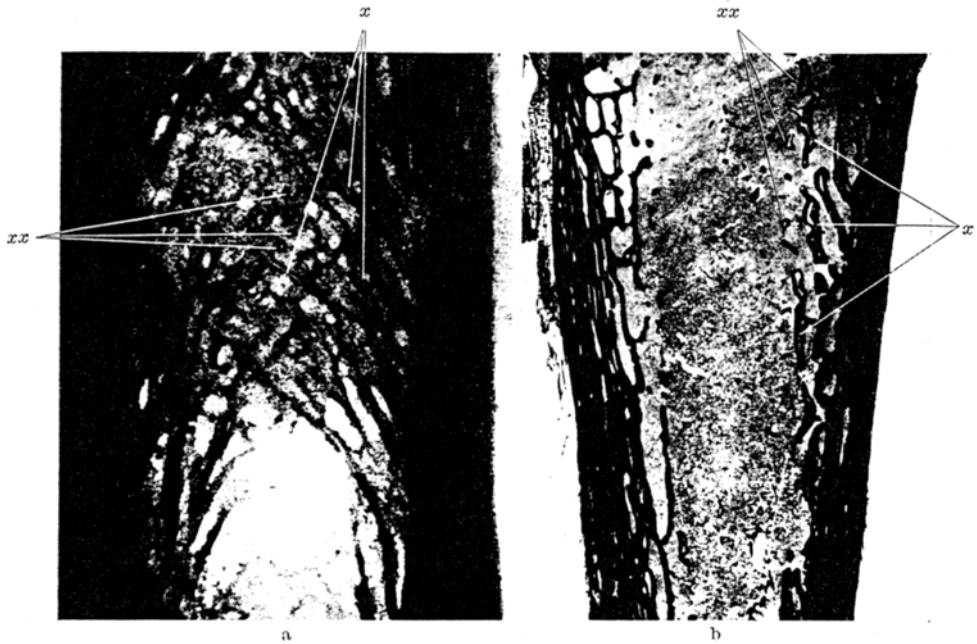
Femurschaft am Übergang zur proximalen metaphysären Spongiosa. Bei x deutliche zentrale Kanalisierung der Spongiosabalken, bei xx die entsprechenden kreisförmigen Querschnitte. a Röntgenbild einer Sägescheibe, 1 : 2,2 vergrößert. b Übersichtsschnitt des gleichen Objektes (van Gieson, Vergr. 1 : 1,5).
